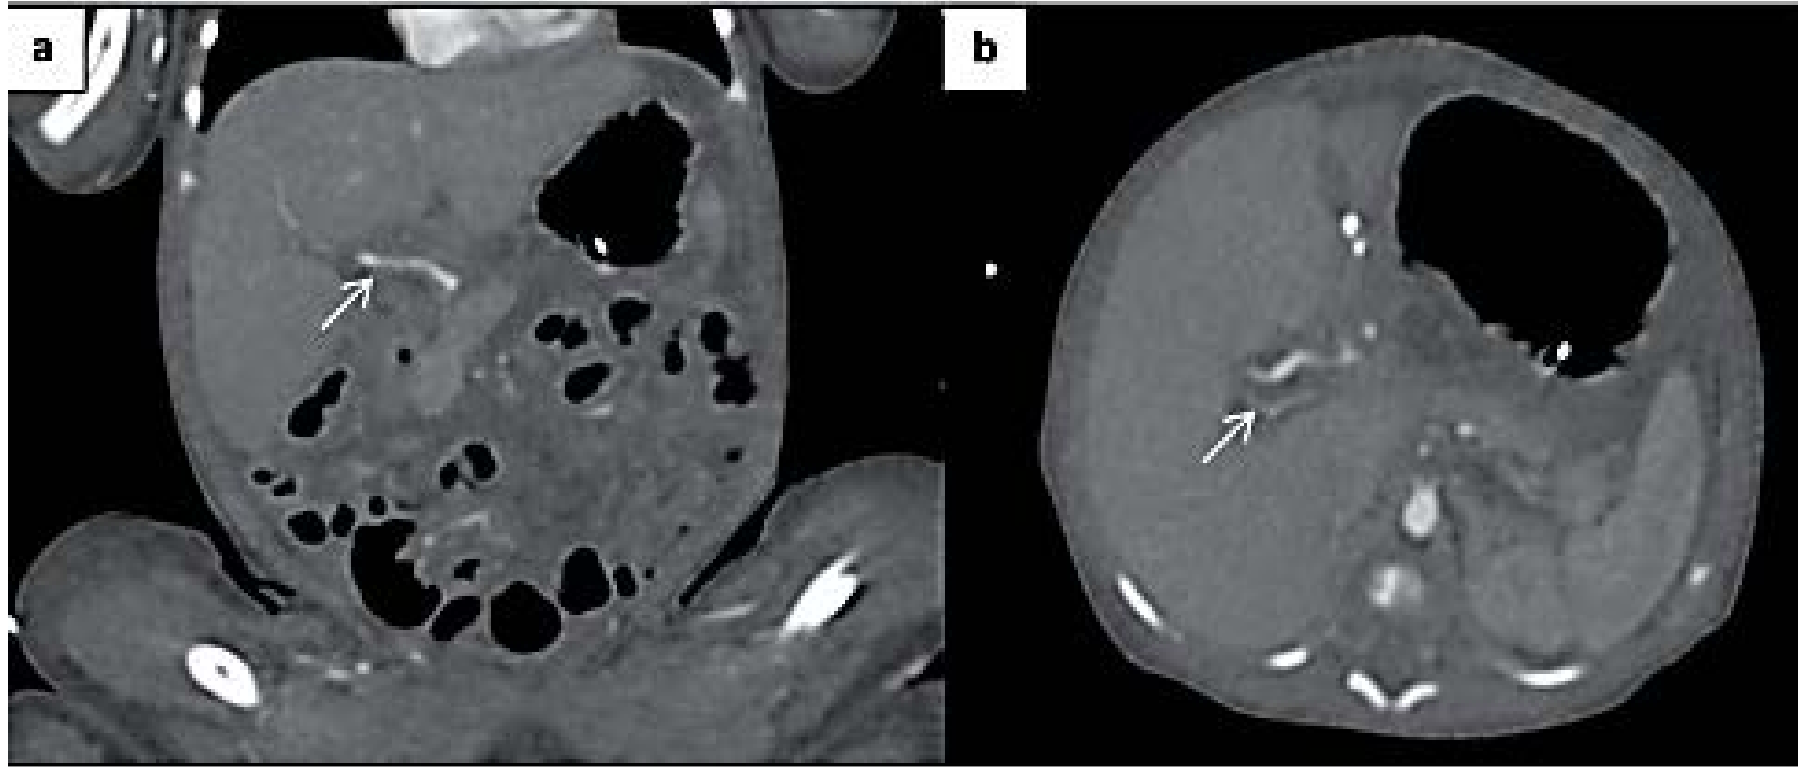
Angiotomografía de abdomen: a) Corte coronal: la flecha muestra la adecuada opacificación de la arteria hepática en la fase arterial; b) Corte transversal: imagen sugestiva de vena porta trombosa-da, con menor calibre con respecto a la arteria hepática.
